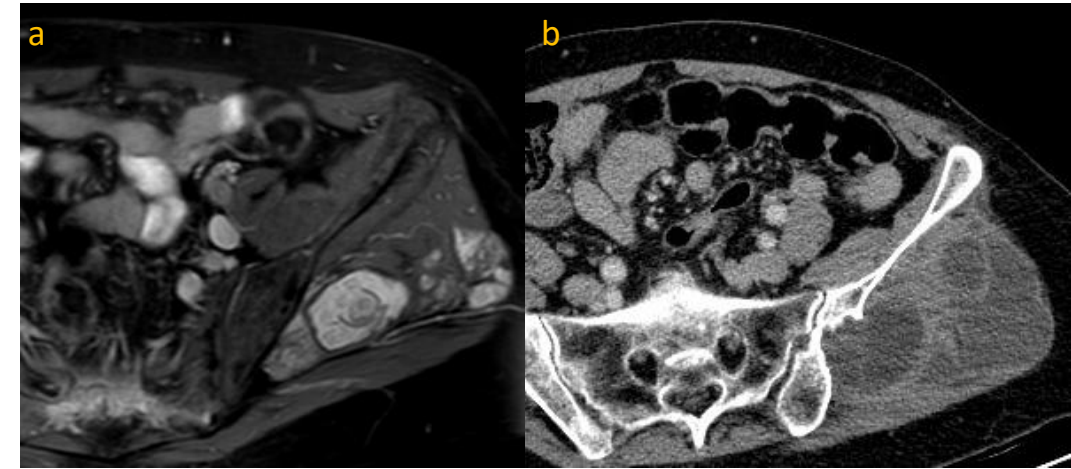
RM (a) y TC axial con contraste (b) muestran numerosas lesiones quísticas confluentes y multiloculadas en la musculatura glútea izquierda
